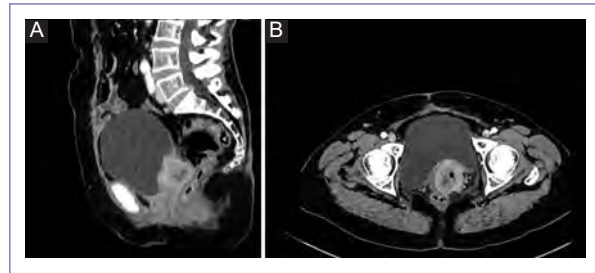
Tomografía de pelvis. A: secuencia sagital contrastada, se observa lesión captante de contraste a nivel cúpula vaginal y tercio superior de vagina. B: lesión tumoral captante de contraste, dependiente de vagina con buen plano de disección natural y vesical, sin lesiones ganglionares.
